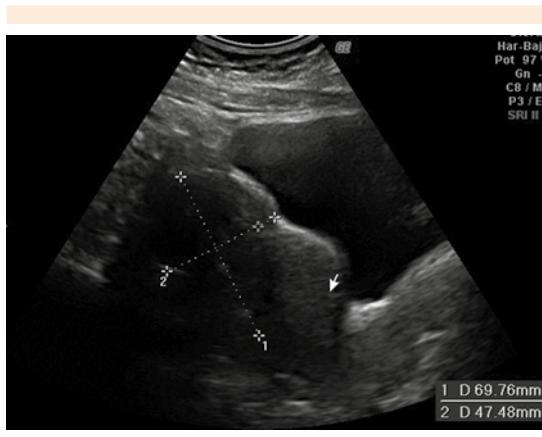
Ecografía abdominal que muestra al útero en anteflexión con gran tumoración en el segmento inferior, que hace impronta en la pared vesical posterior. Corte sagital.
